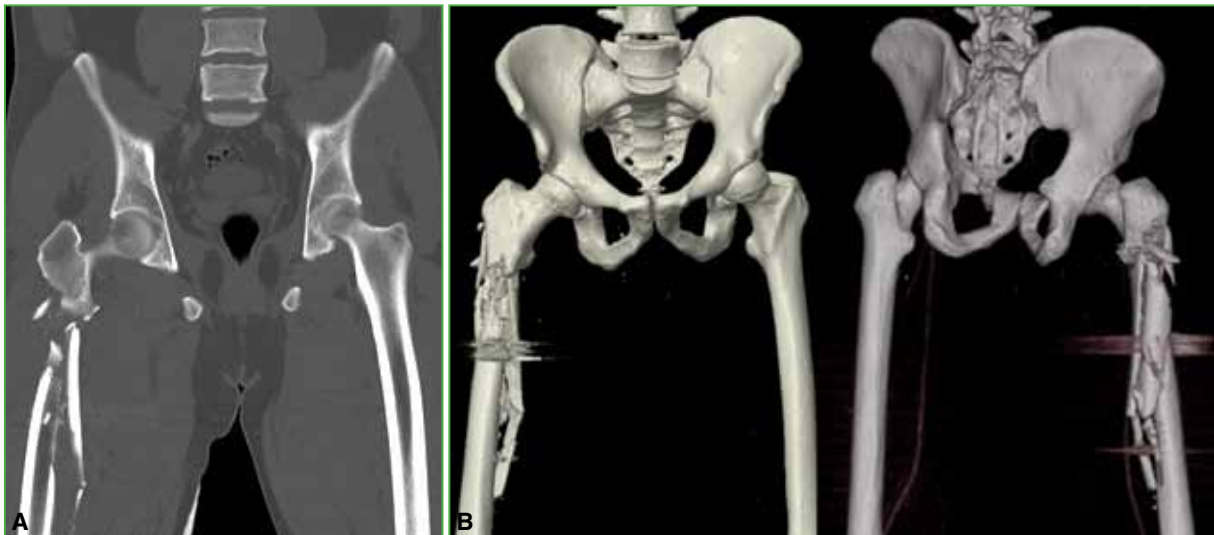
M28, fractura multifragmentaria completa de fémur derecho. A. Tomografía computarizada de pelvis y fémur, corte coronal en 2D. B. Reconstrucción 3D. Fractura de fémur proximal con extensión diafisaria.
